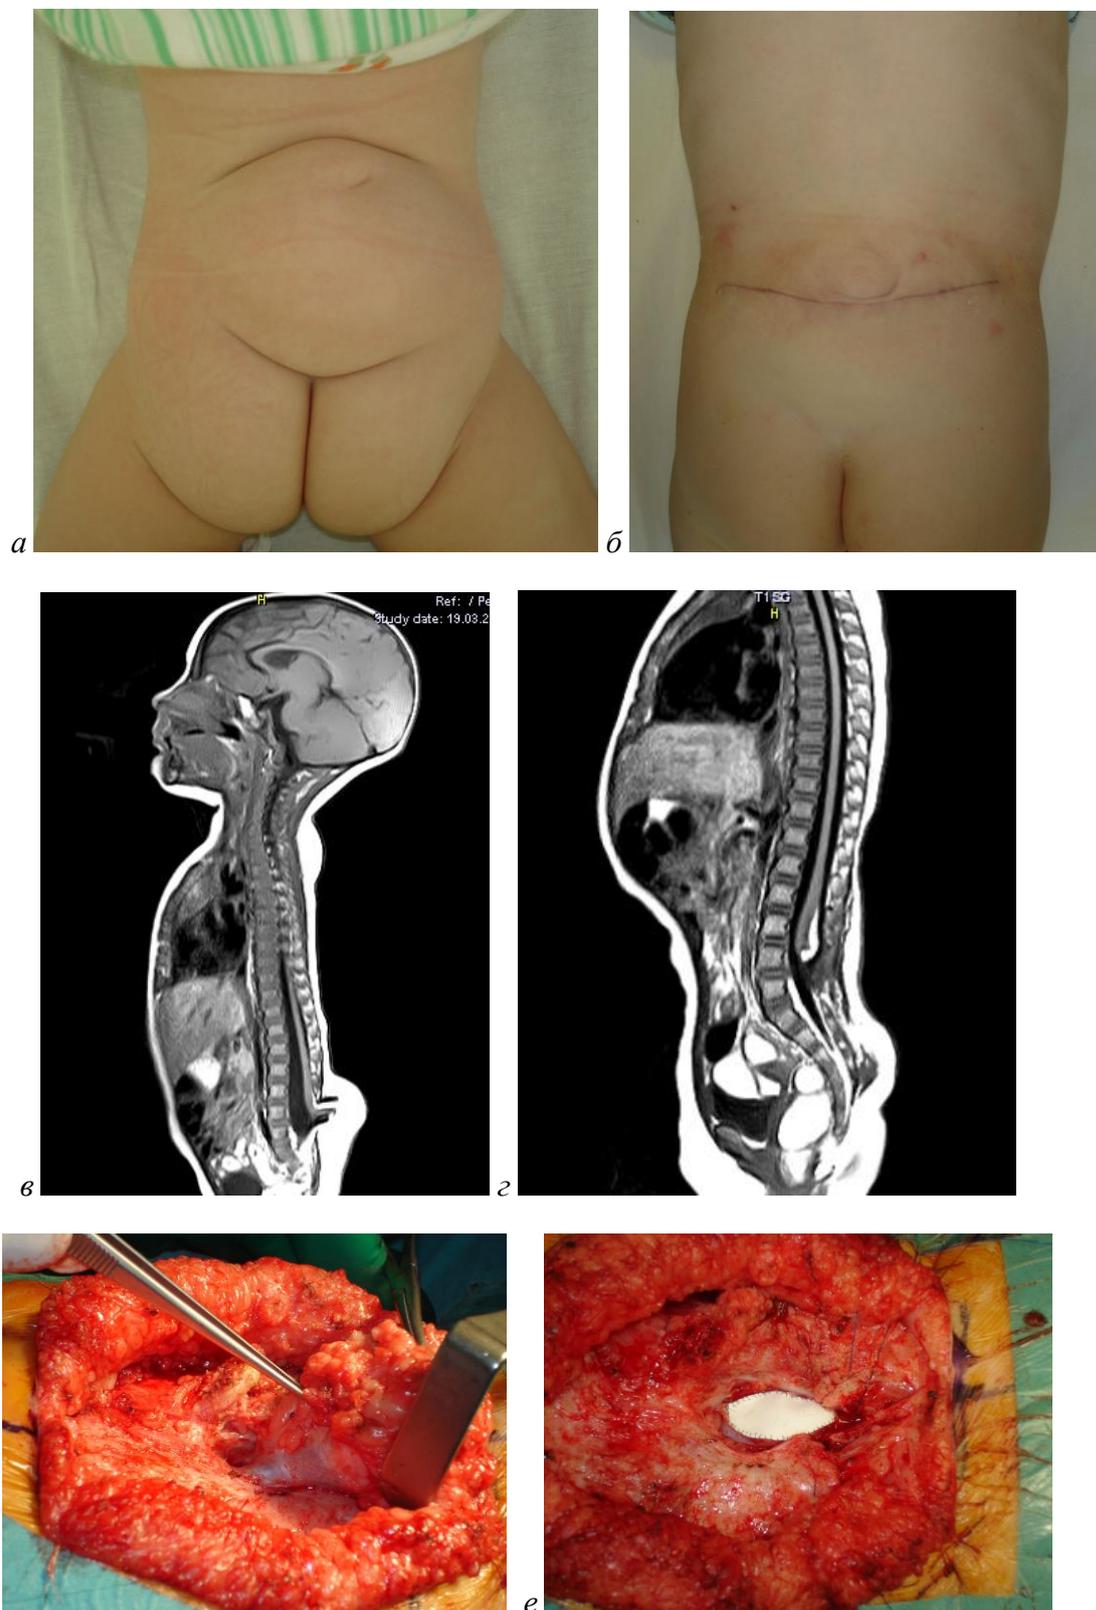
Фотографии пациента с липоменингоцеле пояснично-крестцовой области до (а) и после (б) операции. МР томограммы до (в) и после (г) иссечения липоменингоцеле пояснично-крестцовой области. Интраоперационные фотографии пациента с липоменингоцеле пояснично-крестцовой области: д – выделение грыжевого мешка, е – образовавшийся дефект твёрдой мозговой оболочки устранен с помощью синтетической заплатки (искусственная твердая мозговая оболочка).
